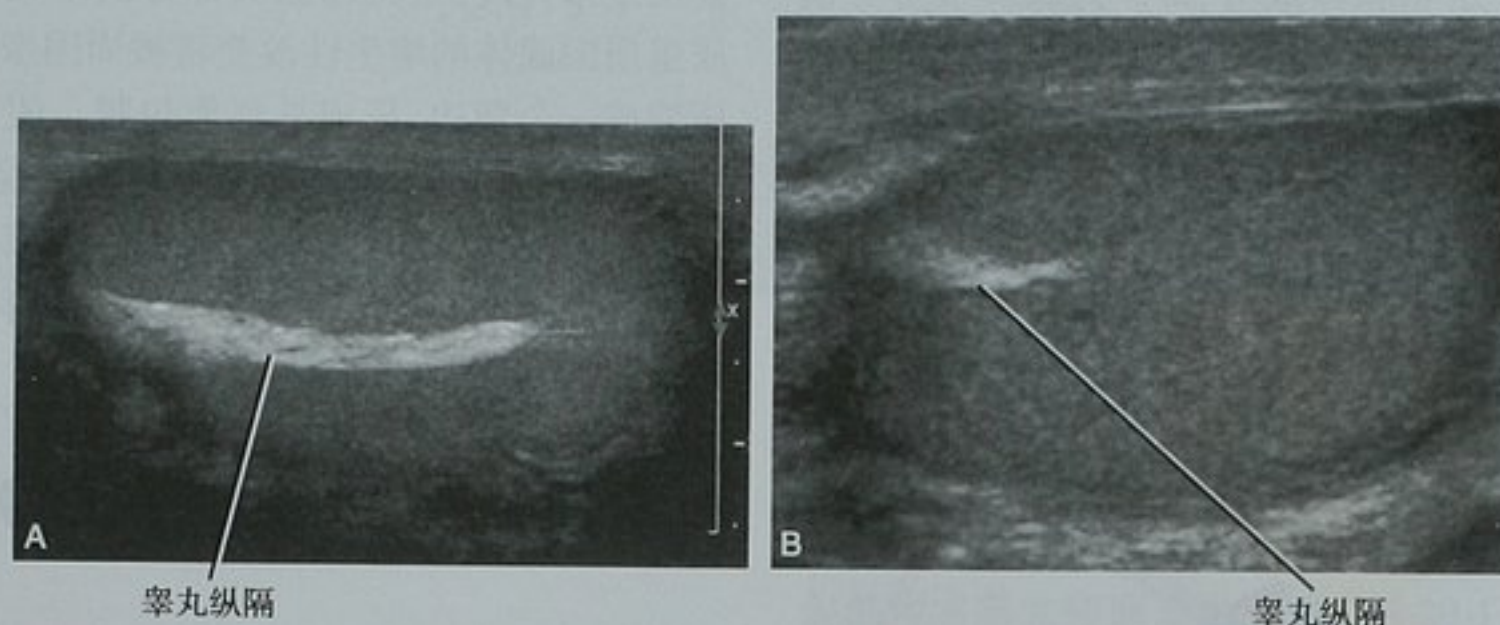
睾丸纵隔。A. 矢状位超声图像上显示表征睾丸纵隔纤维脂肪组织的线状回声; B. 横断位图像上显示了一个典型的偏心性分布,本例虽表现较明显,但仍属正常
